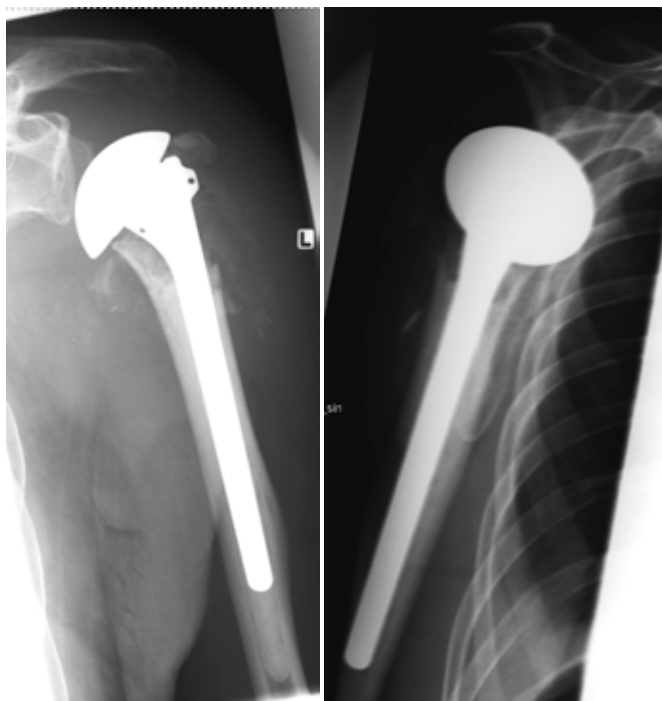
Post operativ konventionell röntgen som visar halvprotesens läge.
